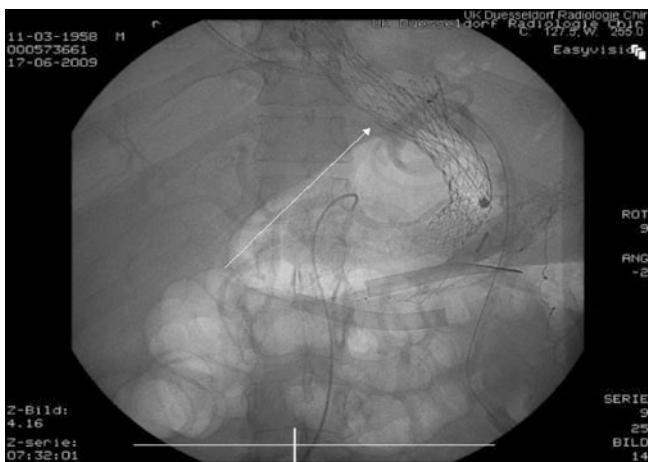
Röntgenbild einer Stent-in-Stent-Versorgung eines langstreckigen Defektes
